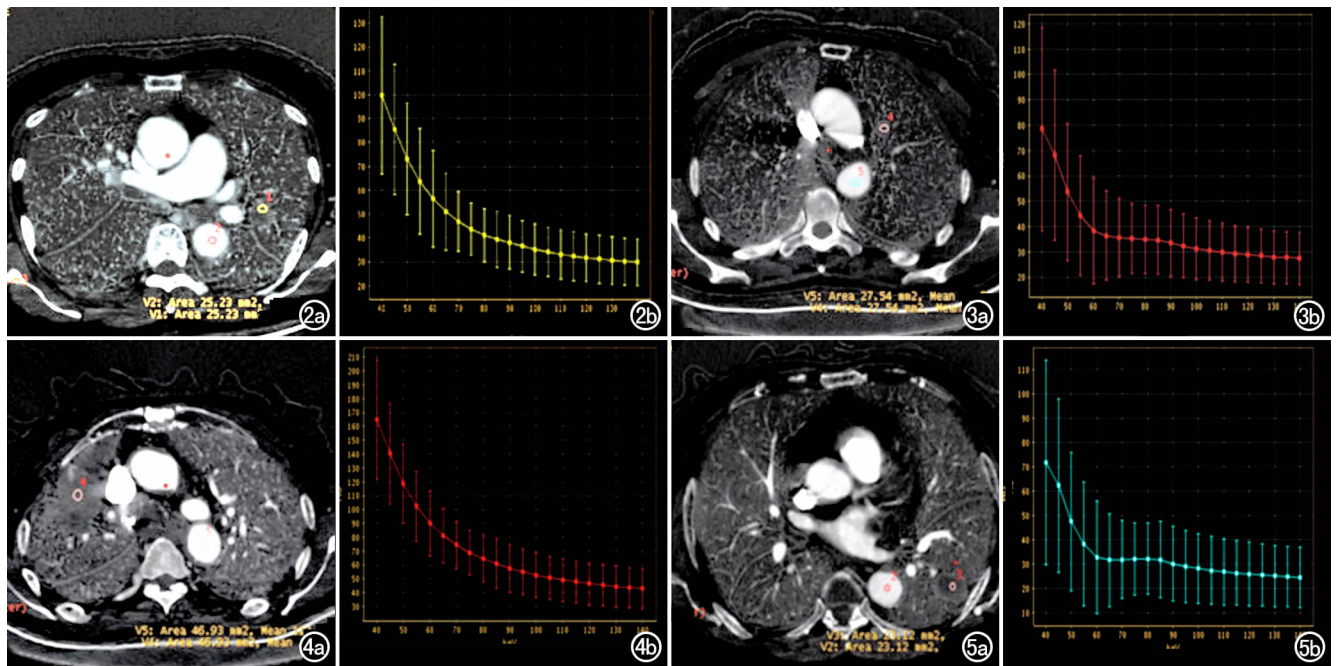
肺腺癌(EGFR 表达阳性)。a) CT 增强扫描图像,测量病灶和主动脉的碘浓度,计算病灶的 NIC=0.18; b) 能谱曲线的斜率 K=1.24。图 3 肺腺癌(EGFR 表达阴性)。a) CT 增强扫描图像,测量病灶和主动脉的碘浓度,计算病灶的 NIC=0.08; b) 能谱曲线的斜率 K=0.92。图 4 肺鳞癌(EGFR 表达阳性)。a) CT 增强扫描图像,测量病灶和主动脉的碘浓度,计算病灶的 NIC=0.14; b) 能谱曲线的斜率 K=2.14。图 5 肺鳞癌(EGFR 表达阴性)。a) CT 增强扫描图像,测量病灶和主动脉的碘浓度,计算病灶的 NIC=0.06; b) 能谱曲线的斜率 K=0.84。
